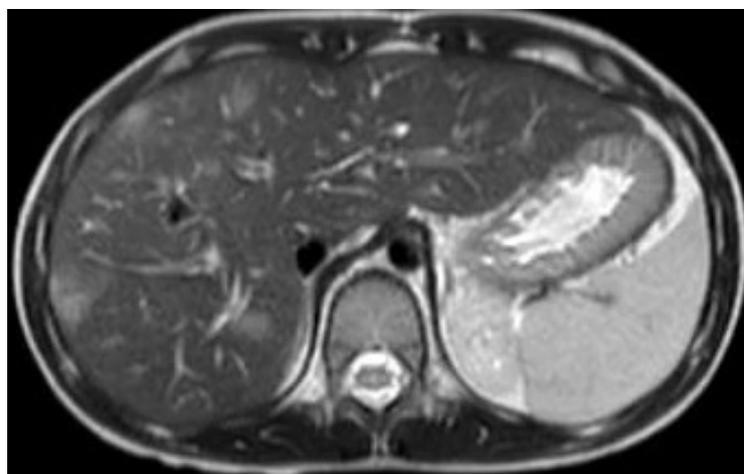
МРТ органов брюшной полости ребенка
